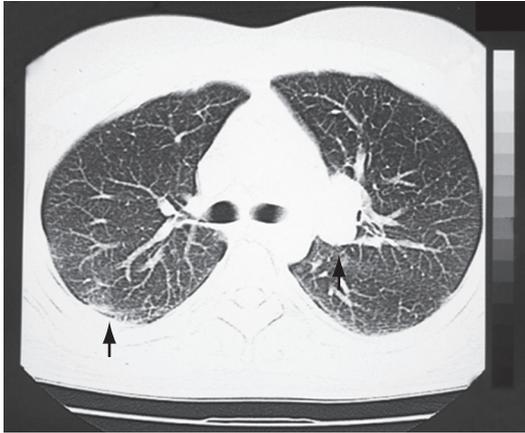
TC de tórax. Condensação periférica com envolvimento pleural à direita e linfonodo aumentado no hilo esquerdo.
